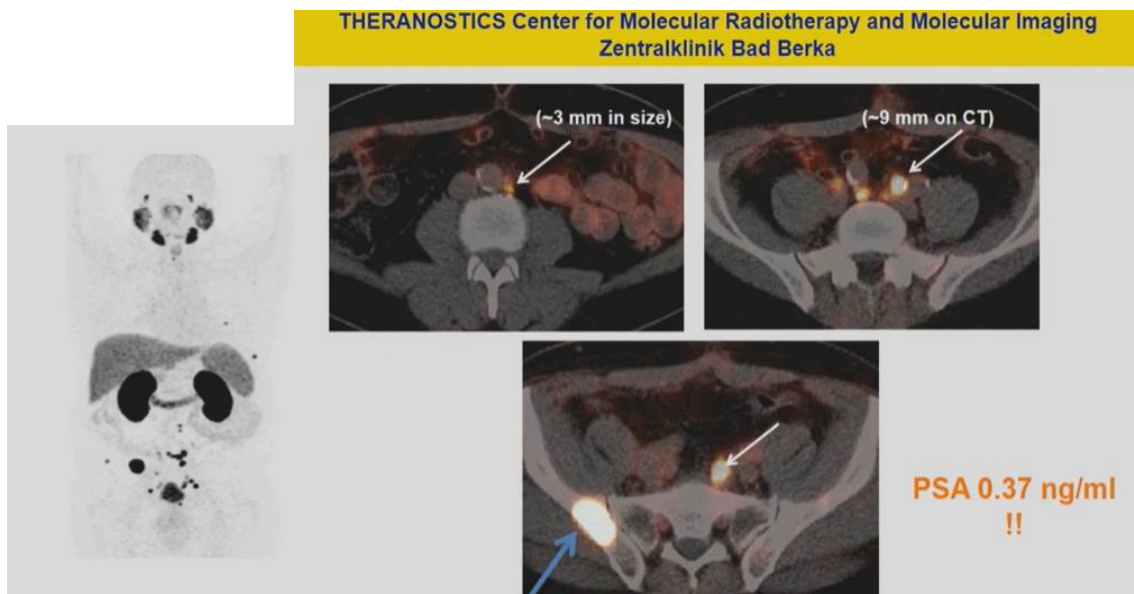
examen a la TEP 68Ga-PSMA montrant des ganglions lymphatiques de neuf millimètres et des métastases osseuses au niveau de la région pelvienne malgré un niveau de PSA de seulement 0,37ng/ml. (102)
